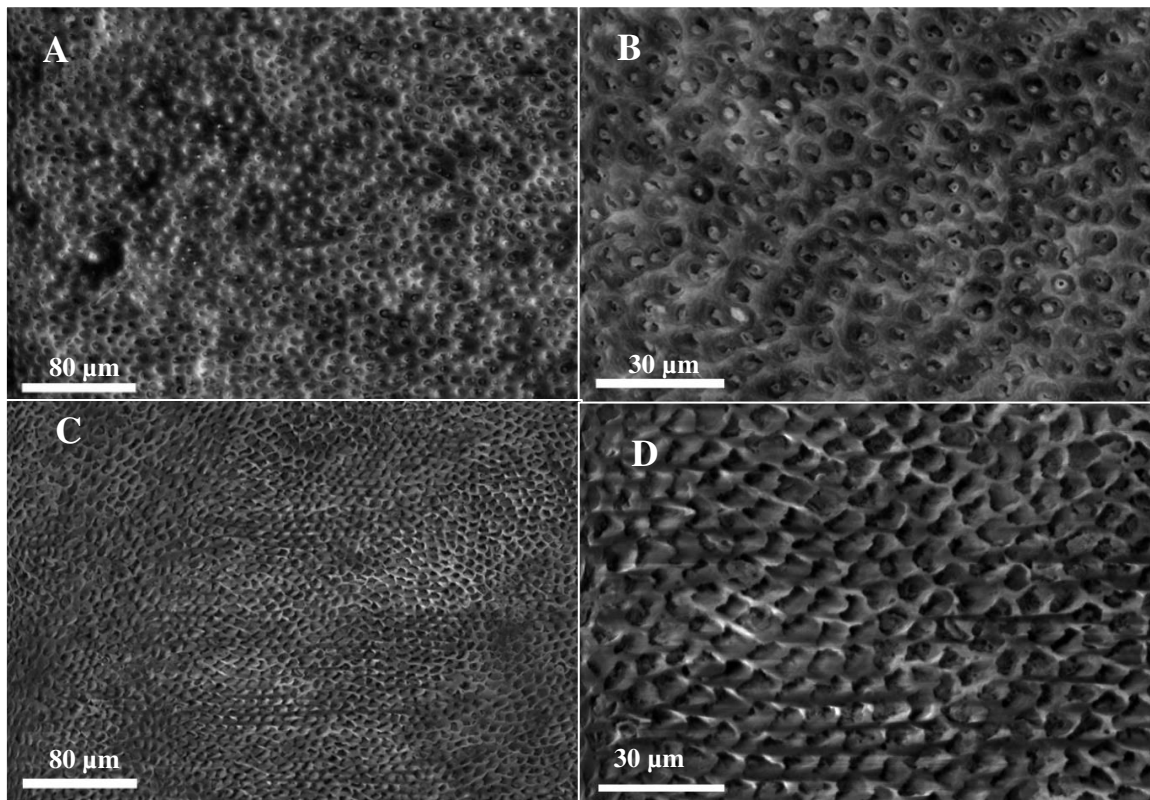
Não é visível alterações da dentina. A: CT_0_F com ampliação 500x; B: CT_0_F com ampliação 1500x; C: CT_0_G com ampliação 500x; D: grupo CT_0_G com ampliação 1500x.
